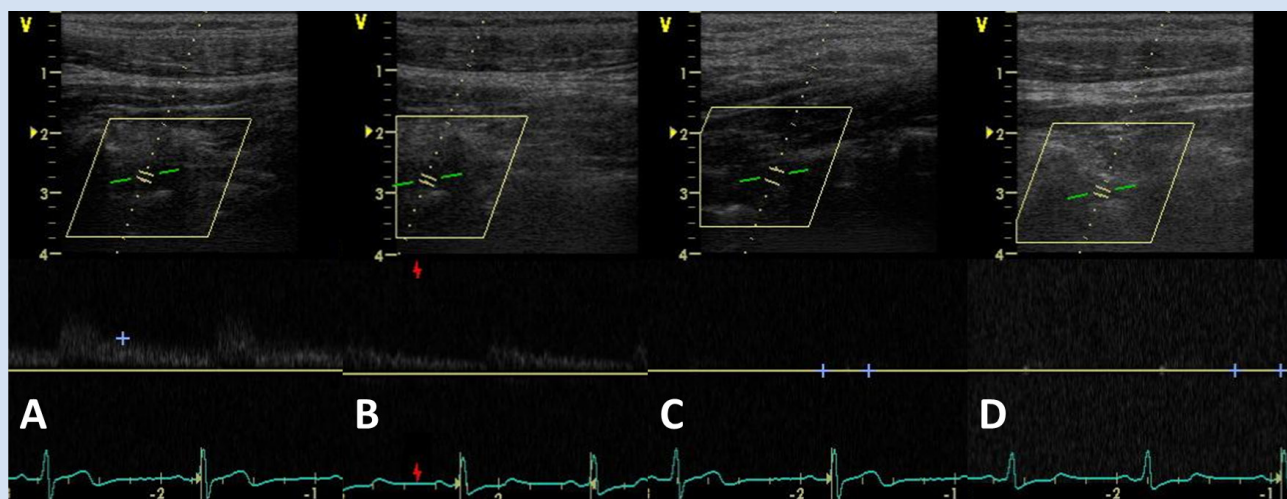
УЗИ позвоночных артерий у пациента П. до (*A*, *C*) и после (*B*, *D*) операции. Справа после операции наблюдается снижение V_{ps} , слева кровоток не определяется, однако при проведении МРТ у данного пациента визуализируется значительная гипоплазия позвоночной артерии (ПА) слева: *A* – правая ПА до операции, $V_{ps} = 45$ см/с; *B* – правая ПА после операции, $V_{ps} = 30$ см/с; *C* – левая ПА до операции, кровоток не определяется; *D* – левая ПА после операции, кровоток не определяется
